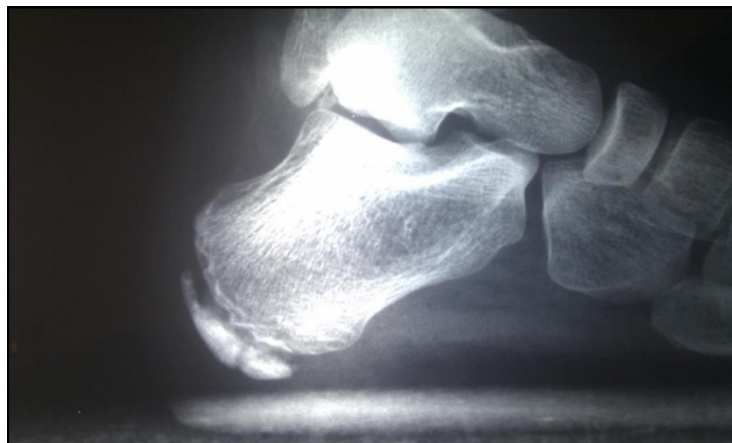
Radiografía lateral-interna. FUENTE: Gutiérrez Navarro, S (13)
